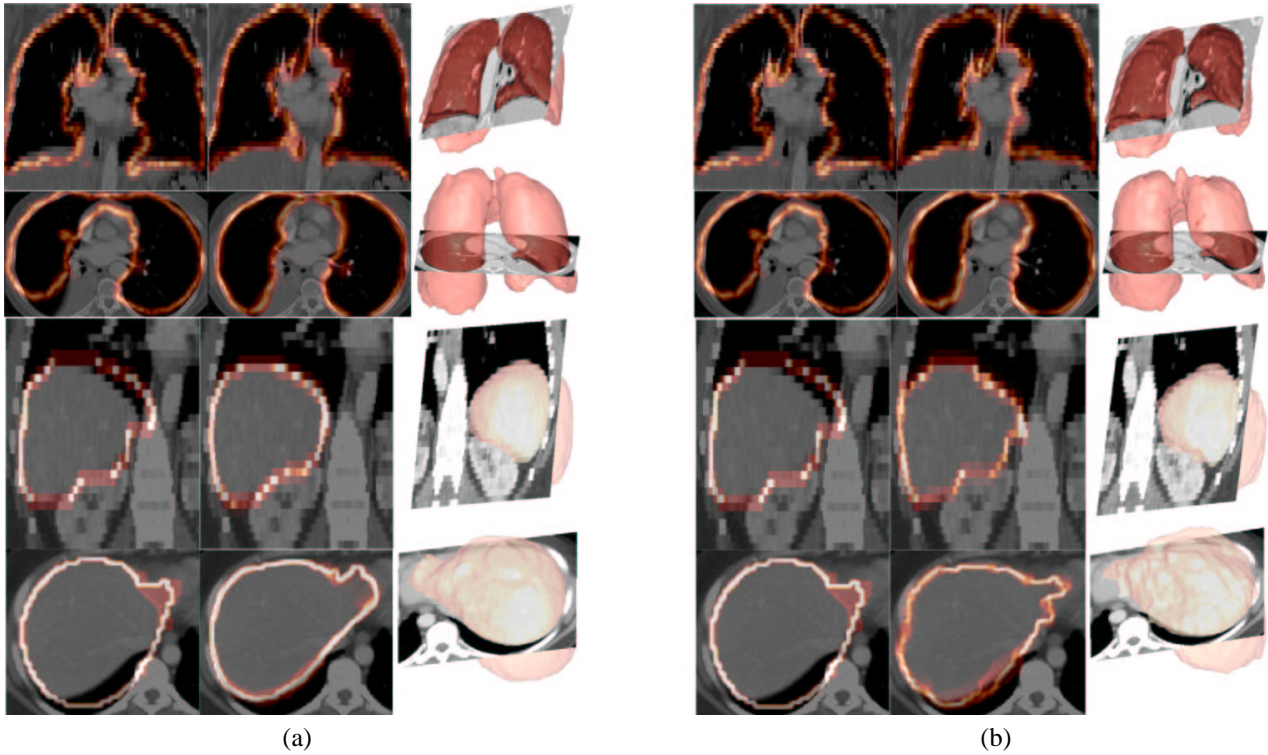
Comparaison des méthodes EQM-FFD (a) et GVF-FFD (b). Pour chaque méthode, une coupe axiale et une coupe coronale de l’image TDM originale sont superposées avec : à gauche : le contour des structures TEP recalées rigidement ; au centre : le contour des structures TEP recalées non linéairement ; à droite : rendu 3D des structures TEP recalées non linéairement. Les images 3D affichées dans cet article ont été visualisées en utilisant le programme Anatomist (www.anatomist.info), développé au S.H.F.J Orsay.
